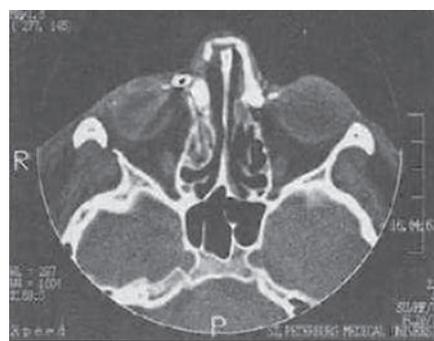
Компьютерная томография с контрастированием слезоотводящих путей (аксиальная проекция). Контраст в слёзном мешке справа в проекции решётчатого лабиринта [13]
